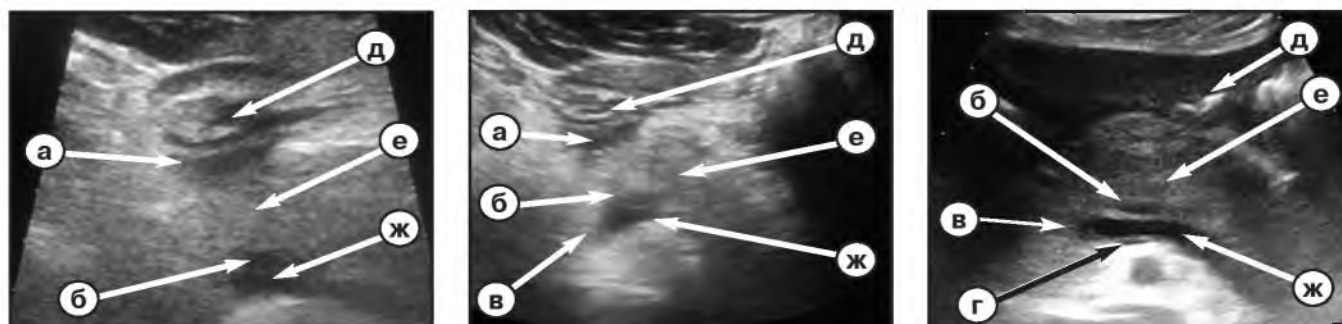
Фото УЗИ с характерными для острого панкреатита изменениями (А, Б, В), в изучаемых зонах №1 (а), №2а (б), №2б (в), №2с (г). Желудок (д), поджелудочная железа (е), селезеночная вена (ж).
